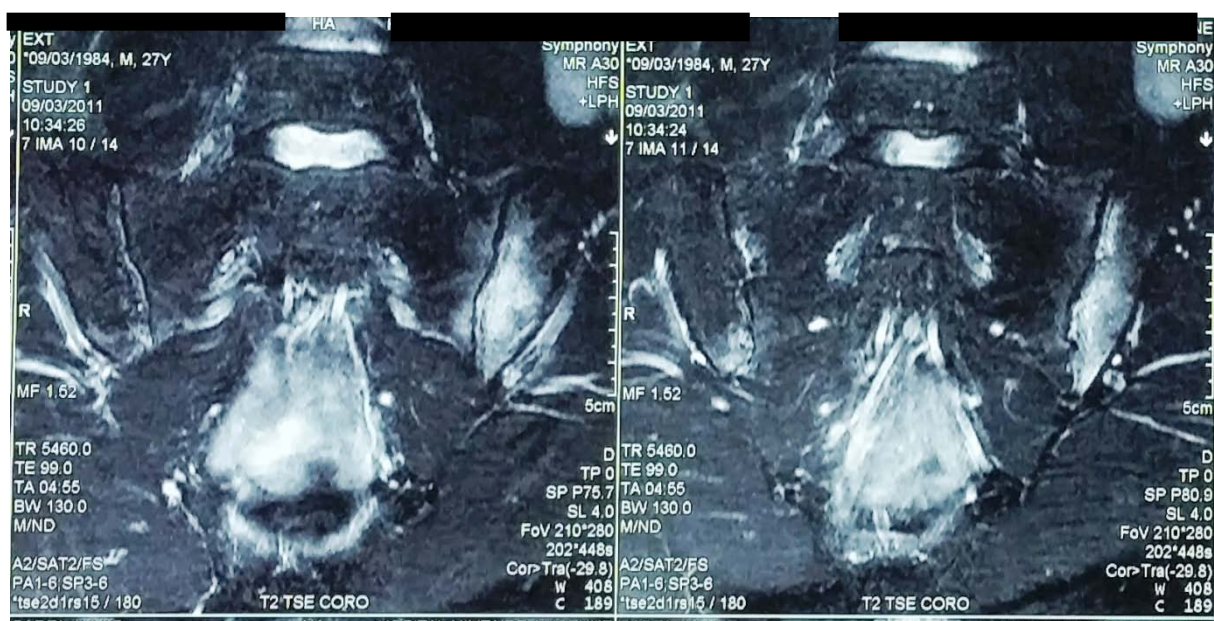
IRM des sacro iliaques, séquence T2 (du même patient de la figure 21), coupe coronale, montrant un hypersignal de l'os sous chondral des berges iliaques et plus discrètement des berges sacrées de la sacro iliaque gauche.
